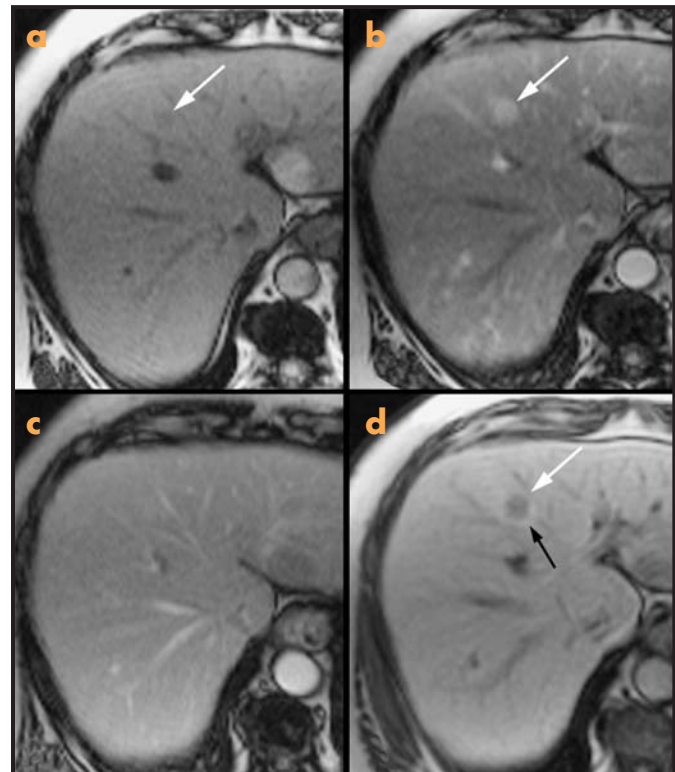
Metástasis hepática hipervascolar en un paciente con neoplasia de mama (flechas en a, b, d). a) Imagen de RM en T1 que muestra una pequeña lesión nodular ligeramente hipointensa en el segmento IV. b) La lesión capta intensamente en la fase arterial tras la administración de contraste extracelular (Gd-DTPA) y se hace isointensa en la fase portal-venosa (c). d) Imagen tras la administración de Mn-DPDP que muestra claramente una lesión que no capta contraste, lo que indica su naturaleza no hepatocitaria. Se observa un anillo de realce periférico (flecha negra).
